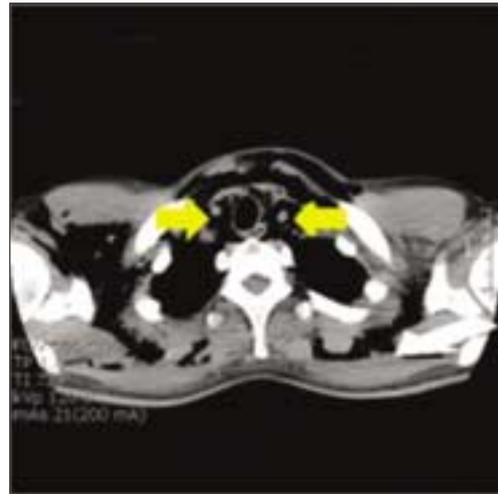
Non-enhance lung CT. POD #4. Presence of air around trachea.
